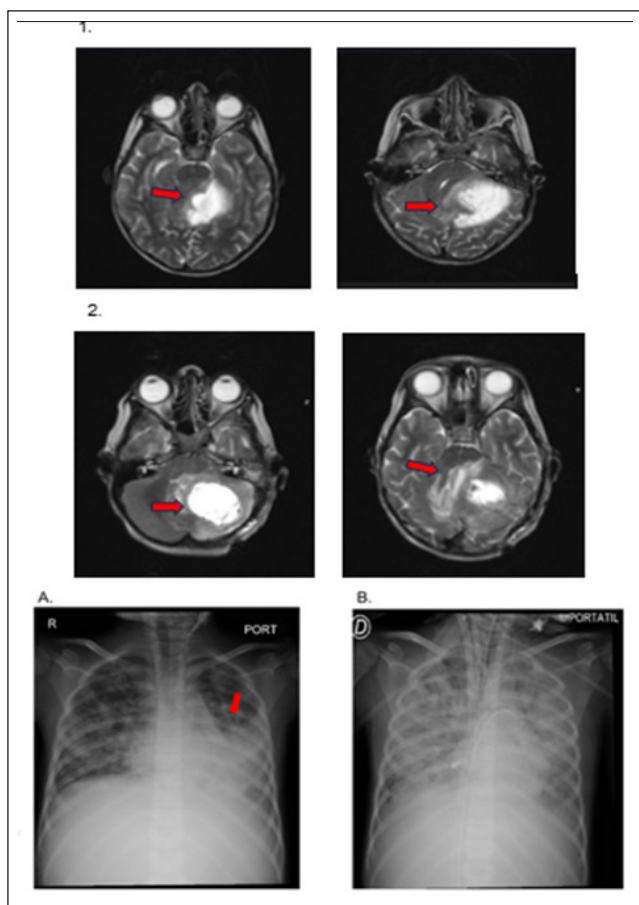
Resonancia magnética simple de cerebro que muestra absceso cerebral desplazando el tallo en foramen magno (Secuencia 1) y lesión expansiva cerebelosa izquierda encapsulada, con desplazamiento del mesencéfalo (Secuencia 2). Radiografía de tórax con consolidación neumónica basal izquierda (Secuencia A) y progresión a neumonía multilobar con derrame pleural derecho (Secuencia B).
